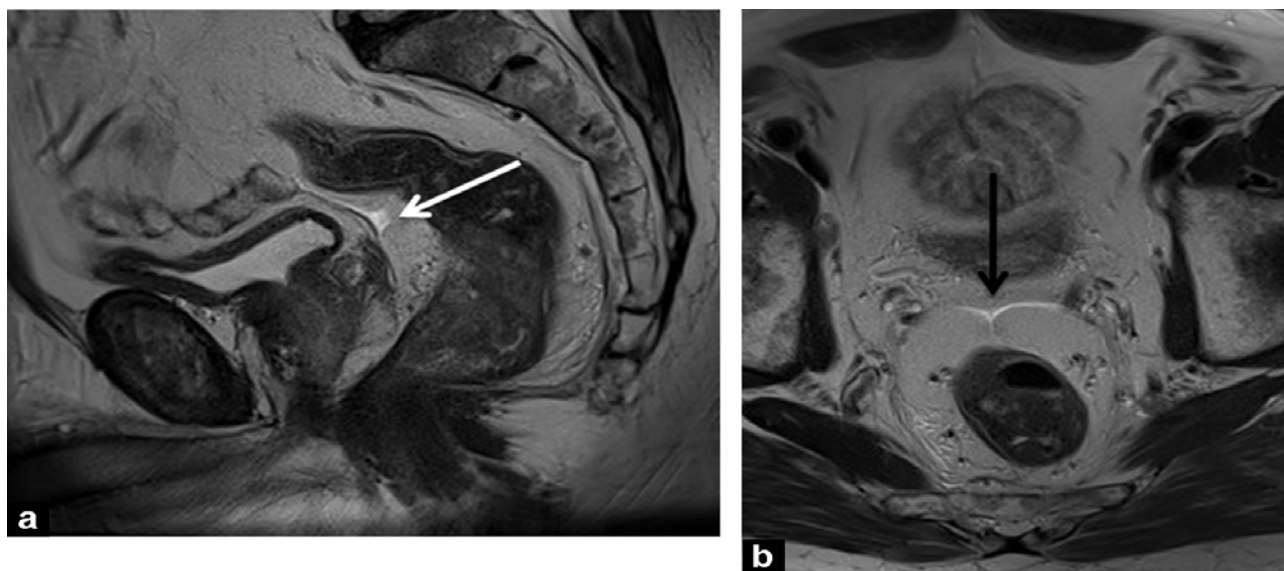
Images IRM montrant la réflexion péritonéale antérieure : (a), bien vue sur l'image sagittale en pondération T2 à la pointe des vésicules séminales, (b), imitant une mouette sur l'image axiale pondérée en T2 (flèches) [55].
